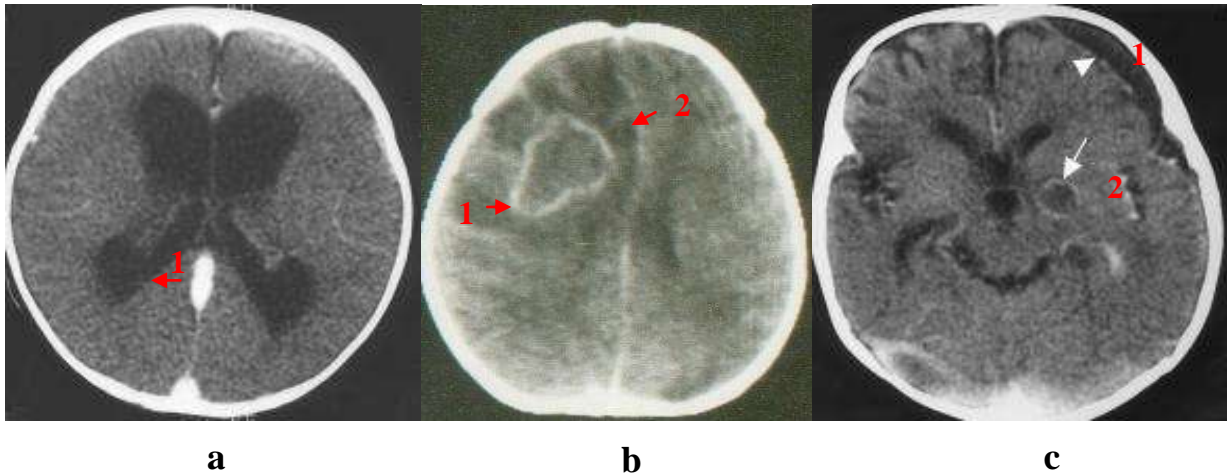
Complications infectieuses : Aspect TDM [6]
